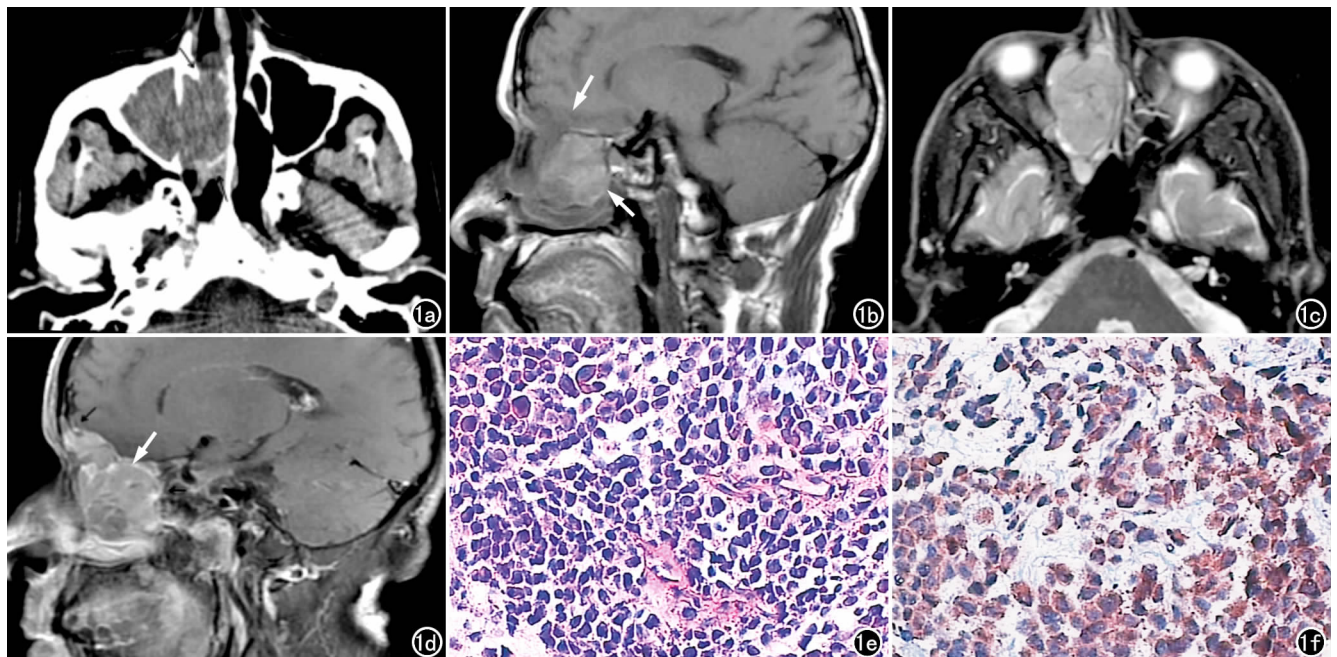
右侧鼻腔恶性黑色素瘤。a) CT 平扫示右侧鼻腔及上颌窦内软组织密度影,密度均匀,右侧上颌窦内侧壁骨质破坏;b) 矢状面 T_1 WI 示肿瘤呈等信号~稍高信号(箭);c) 横轴面 T_2 WI 示肿瘤呈稍高信号;d) 矢状面增强扫描示肿瘤不均匀明显强化(箭),边界清晰,侵犯右侧眼眶及前颅窝底;e) 镜下示肿瘤细胞体积小,弥漫分布,胞质少,嗜酸性,核分裂象多见($\times 400$, HE);f) 免疫组化染色示 HMB45 强阳性,表现为胞质内棕黄颗粒。
